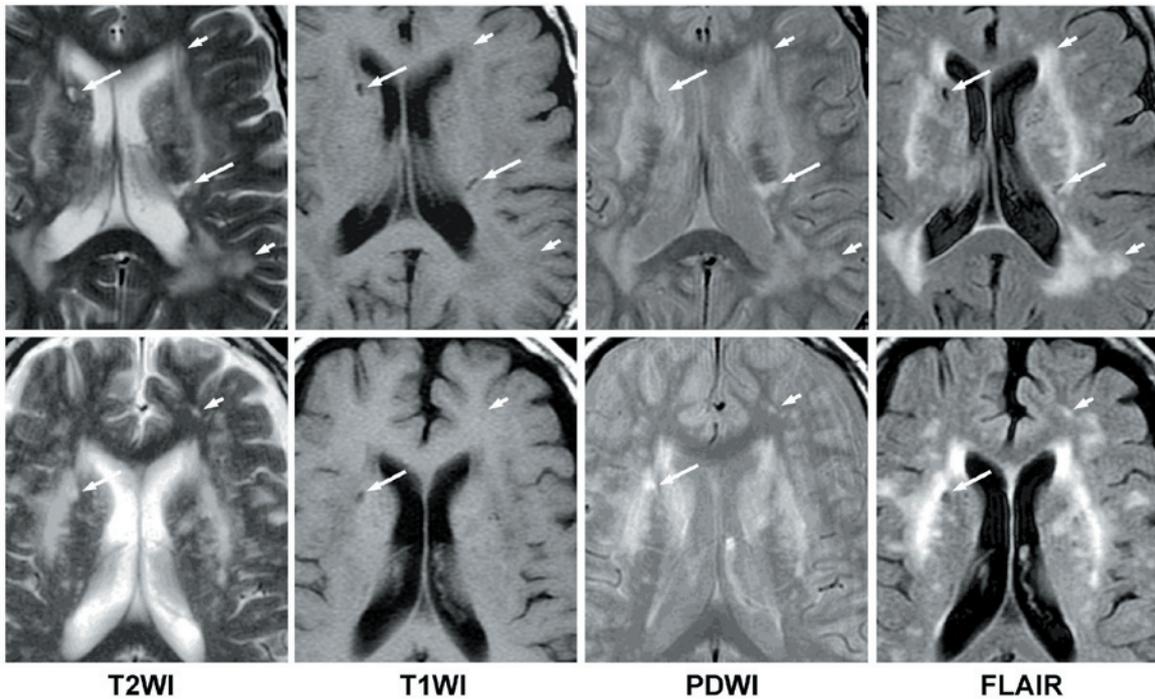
ラクナ梗塞，大脳白質病変のMRI所見。ラクナ梗塞はT2WI，PDWIにて明瞭な高信号，T1WIにて明瞭な低信号を呈するが，FLAIRでは高信号は不明瞭で，空洞化した中央部が低信号となっている（矢印）。PvH，DSWMHは，T2WI，PDWIにて淡い高信号を呈し，T1WIでは不明瞭であるが，FLAIRでは明瞭な高信号を呈する（矢頭）。ラクナ梗塞と大脳白質病変との明瞭度がT2WI，PDWIとFLAIRで逆転する点に留意する。
